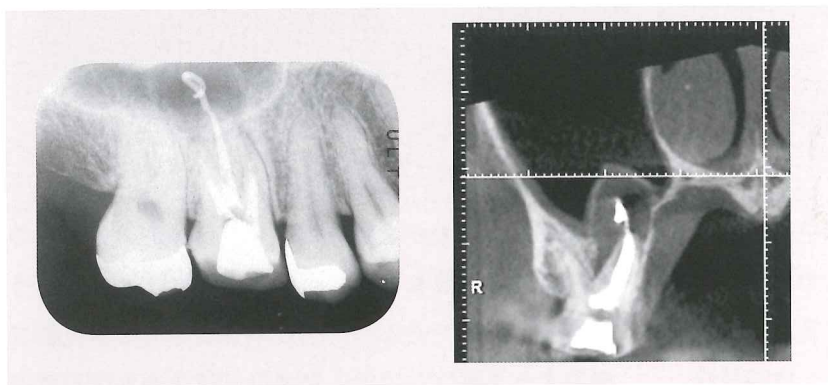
図12の症例の3カ月後のデンタルエックス線写真とCT画像.
